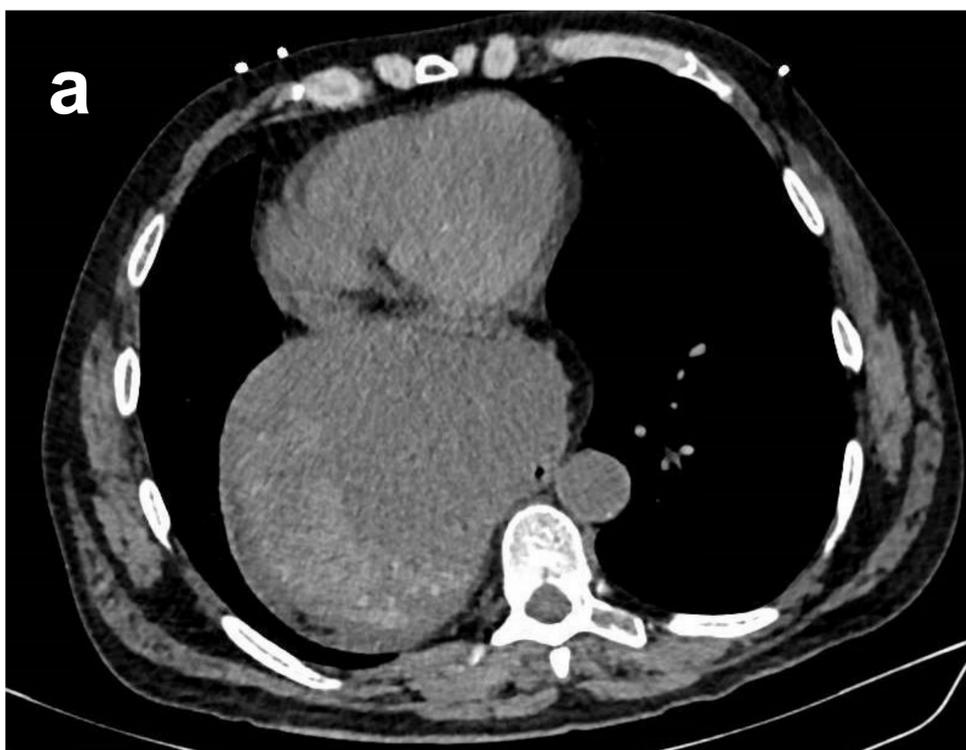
Hemorragia digestiva alta por úlcera de Cameron. Mismo paciente (fig. 4) que acude a urgencias por hematemesis activa de varias horas de evolución. Ante la falta de endoscopista de guardia, se realiza TC de abdomen con contraste para descartar hemorragia activa. En las imágenes axial y coronal del estudio (a y b) se visualiza una voluminosa hernia de hiato paraesofágica tipo II, sin deslizamiento de la unión gastroesofágica y con gran parte del cuerpo gástrico en cavidad torácica. En la imagen axial (a) se observa contenido hiperdenso dentro del cuerpo gástrico, que puede corresponder a material hemático. Se completa estudio con gastroscopia que confirma la hemorragia digestiva alta por úlcera de Cameron asociada a la hernia de hiato.
